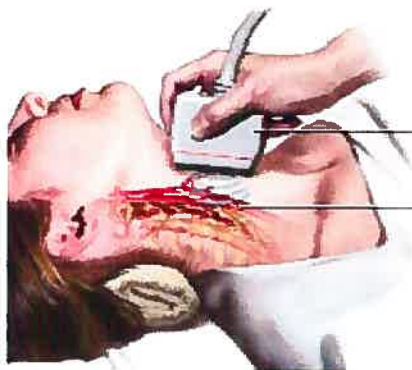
Positionnement de la sonde ultrasonore lors de l'examen échographique de l'artère carotidienne (www.nlm.nih.gov).
